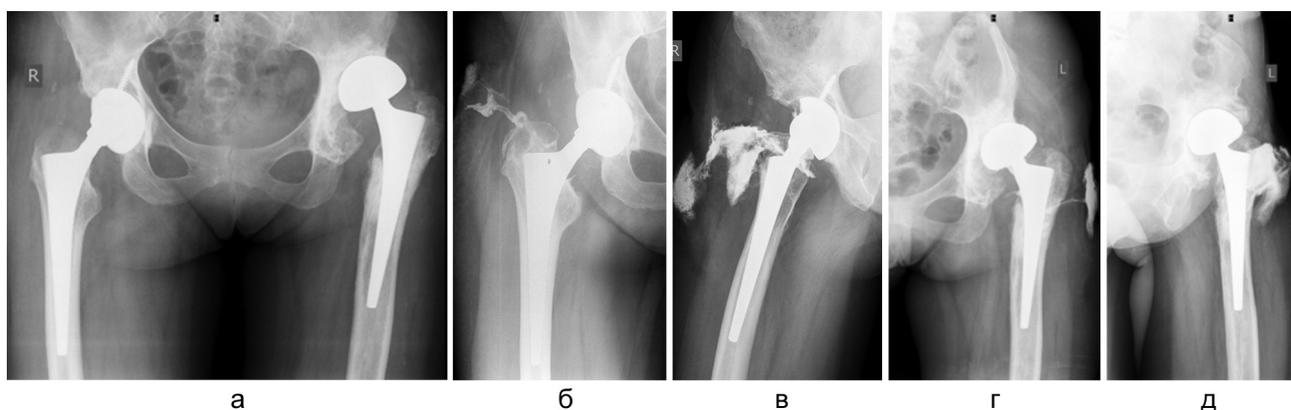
а – рентгенограмма таза в прямой проекции до лечения; б, в – фистулограммы правого тазобедренного сустава; г, д – фистулограммы левого тазобедренного сустава
